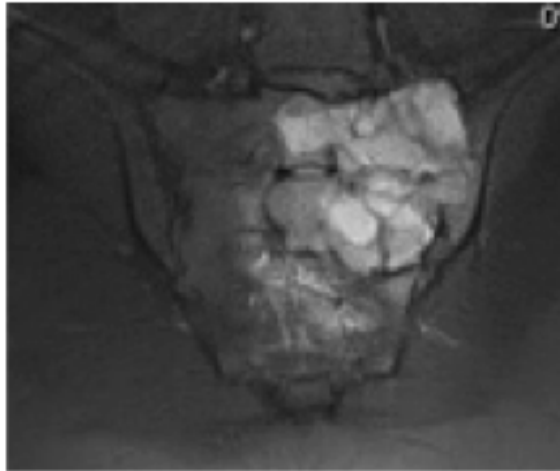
Caso 2. Resonancia Magnética Columna Lumbosacra. Lesión de aspecto neoplásico infiltrante de tipo lítico a nivel de ala sacra izquierda (S1,S2) con extensión epidural de 6x5x5 cm sugestivo de tumor de células gigantes.
